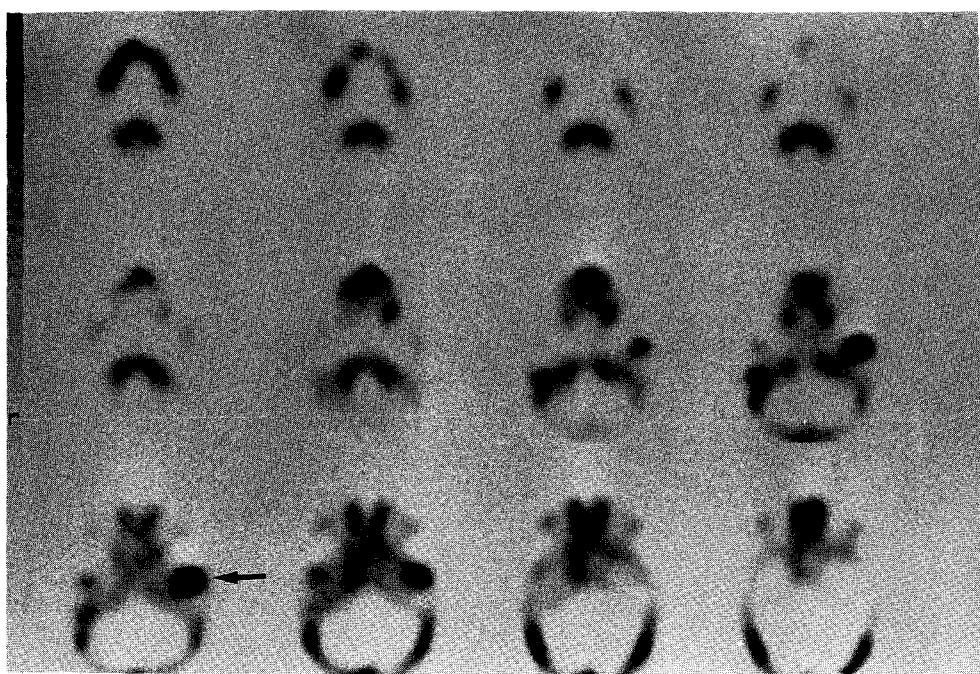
Axial view of Bone SPECT reveals grade II uptake in the left mandibular condyle (arrow).
